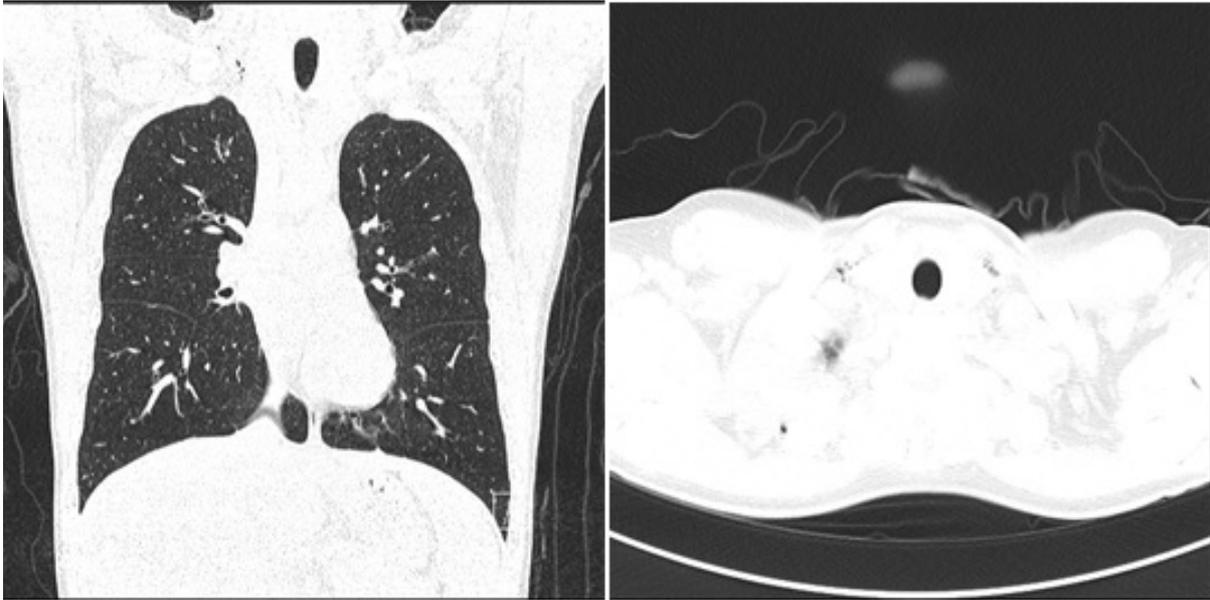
Highresolution computed tomography of chest showed decreased emphysema in both neck and mediastinum.
